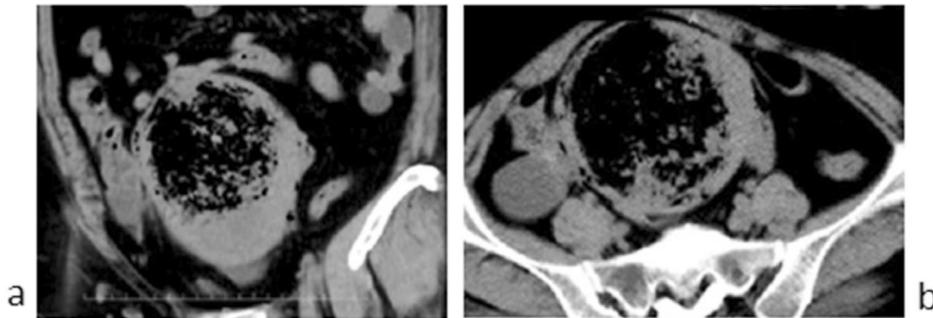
腹部単純CT検査所見 a: 冠状断 b: 水平断
